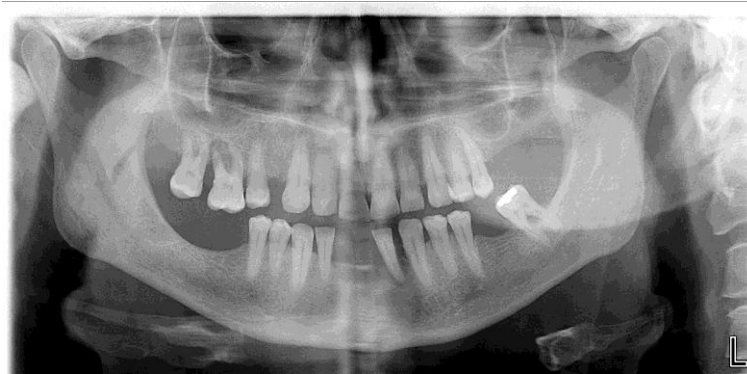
Ortopantomografia antes de início de tratamento
